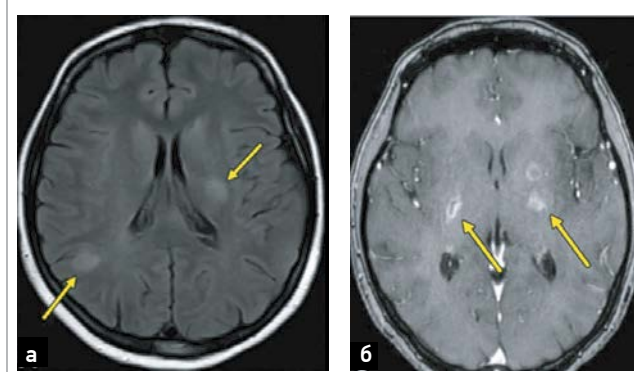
а) МР-зображення (FLAIR) з ураженням білої речовини (васкуліт/васкулопатія) у правій тім'яній ділянці та на лівому променевому віничку в хворої з нейропсихіатричними проявами СЧВ; б) осьове Т1-зважене МРТ-зображення з контрастним посиленням виявляє периферичне посилення (стрілки), що свідчить про гостре запалення внаслідок васкуліту, васкулопатії (лакунарний інсульт) (згідно з Ota Y. et al., 2022) [36]
